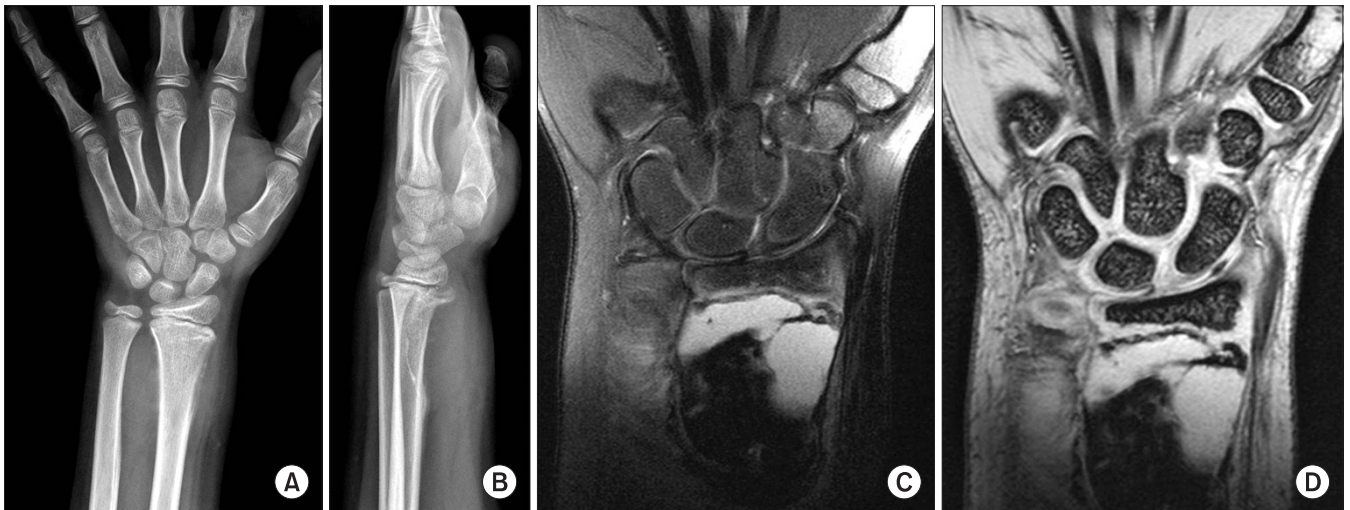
(A, B) A radiopaque shadow of the mass border was present on anteroposterior and lateral simple wrist radiographs, and diffuse osteolysis was seen at the distal radial metaphysis. The cortical shadow decreased on the lateral side of the metaphysis. A Codman's triangle-like lesion was seen on the lateral side of the distal radius, and a few spicules were observed on the medial cortex. A Salter-Harris classification I growth plate injury was found on the palmar side of the distal radius on a lateral radiograph, and a linear shadow of periosteal new bone formation was visible. (C, D) Coronal images showed an inhomogeneous high signal-intensity mass. The mass margins were ambiguous and enhanced. The mass was bulging, but the bone marrow showed normal signal intensity.
